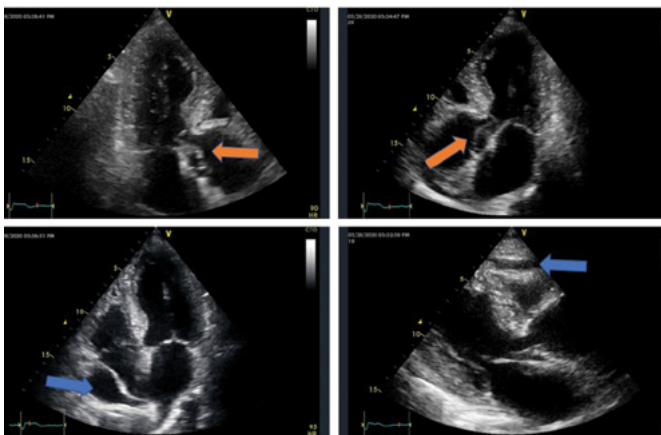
Ecocardiograma bidimensional aproximación apical y paraesternal largo en paciente con disección de aorta y derrame pericárdico. El derrame pericárdico es un hallazgo que empeora el pronóstico de la disección de aorta. Flechas azules (Derrame pericárdico) Flechas naranjas (Colgajo intimal de disección).
